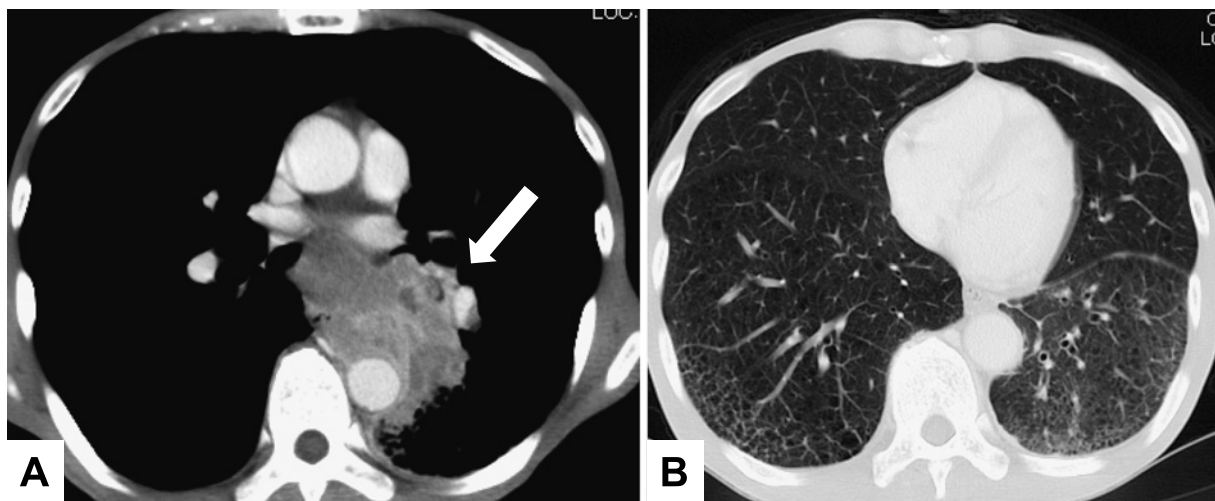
The chest computed tomography (CT) scan showed a mass in the left lower lobe and swollen mediastinal lymph nodes (arrow) (A) and reticular shadows in the bilateral lower lobe (B).
